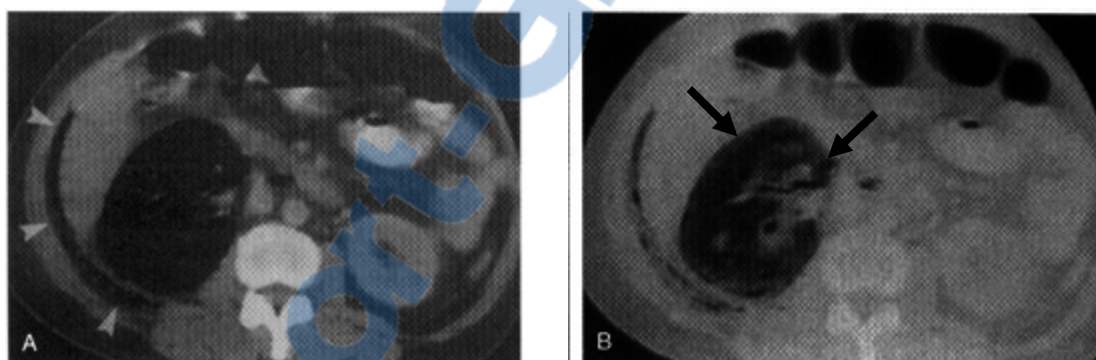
TDM rénale avec injection de produit de contraste: PNE type I.
